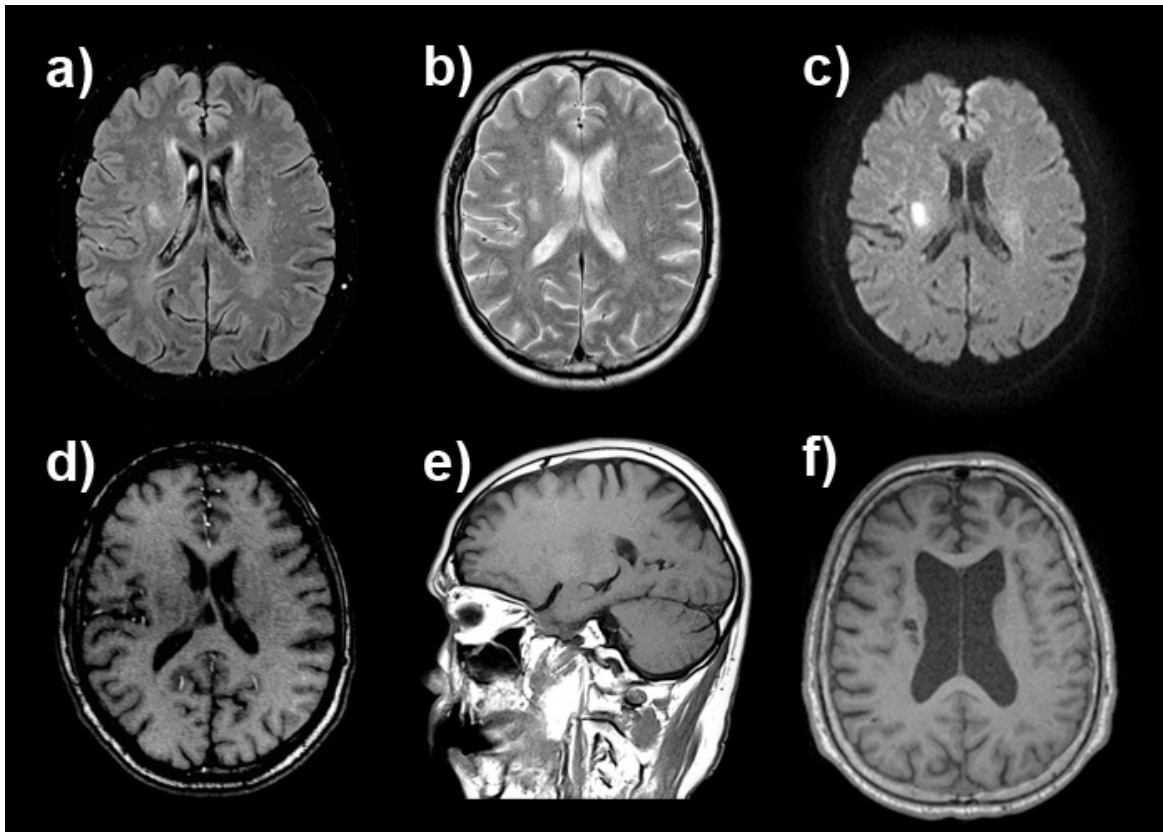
Darstellung eines akuten Infarkts bei einem Nicht-Studienteilnehmer (a bis e) anhand unterschiedlichen MRT- Sequenzen: a) FLAIR-Aufnahme b) T2-Bild mit unscharf begrenzter Signalanhebung c) DWI mit akutem Infarkt d) TOF-Aufnahme in T1-Gewichtung e) sagittales, T1-gewichtetes Bild; In den T1- gewichteten Sequenzen ist der Infarkt zu diesem frühen Zeitpunkt noch nicht erkennbar. Im Vergleich dazu zeigt sich in f) (T1-gewichtet) ein alter, abgeräumter Infarkt im chronischen Stadium, an nahezu identer Stelle bei einem Studienpatienten.
